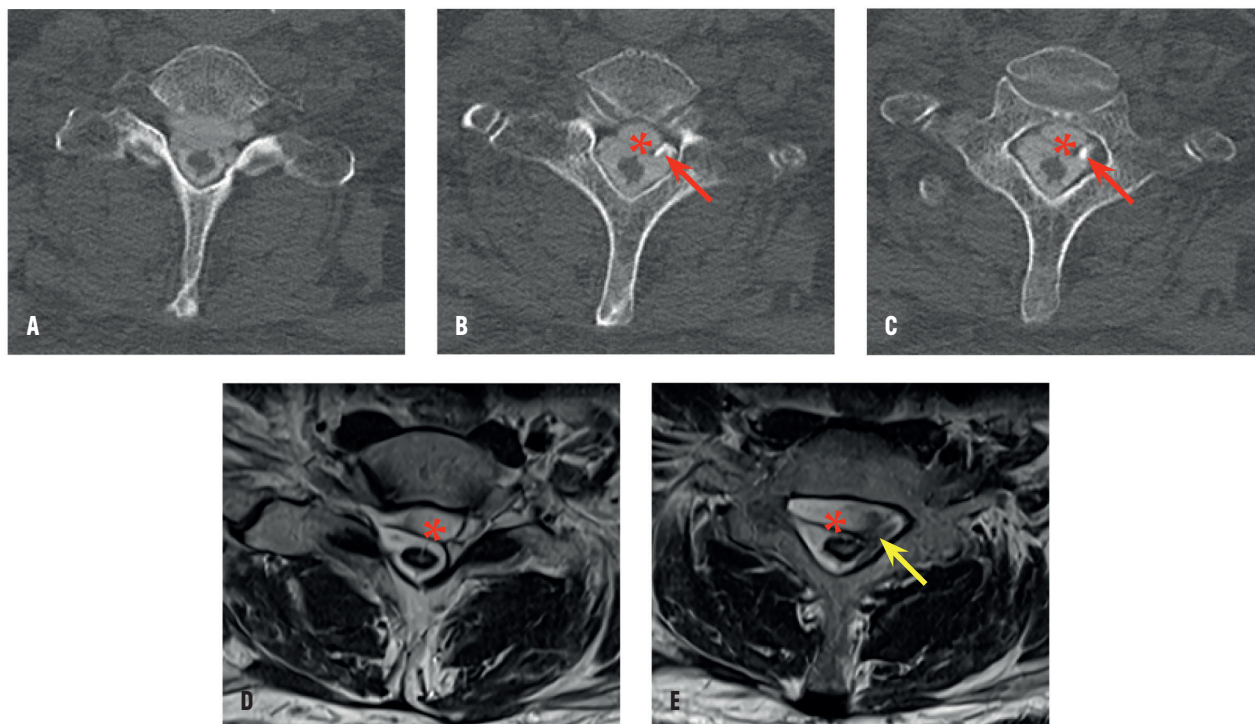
Myélo-scanner et IRM de la brèche dura
